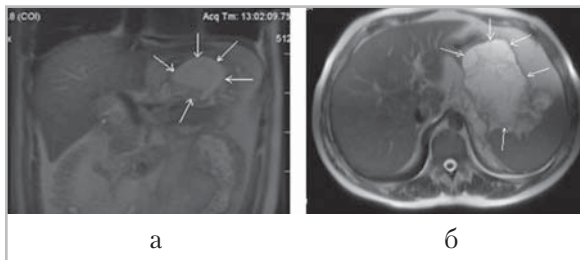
Магнитно-резонансные томограммы, Т2-ВИ (*а* — коронарная; *б* — аксиальная проекция) пациента на 10-й день после атаки ОП. В малом сальнике визуализируется жидкостное скопление размером 10,3 × 8,4 × 6,3 см, разделенное фиброзными перегородками. Острое жидкостное скопление в левой параколической клетчатке. Вся ПЖ имеет однородный сигнал (проведено консервативное лечение)
